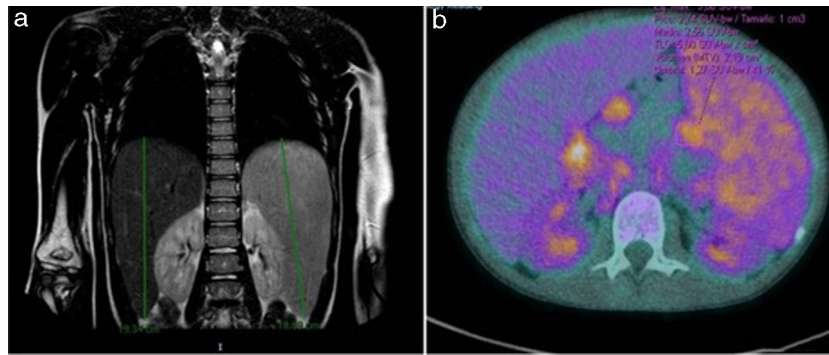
a) Hepatoesplenomegalia tardía. No se detectó afectación pulmonar. b) Adenopatías hipermetabólicas (SUVmáx 3,89). Esplenomegalia hipermetabólica (SUVmáx 3,15).
